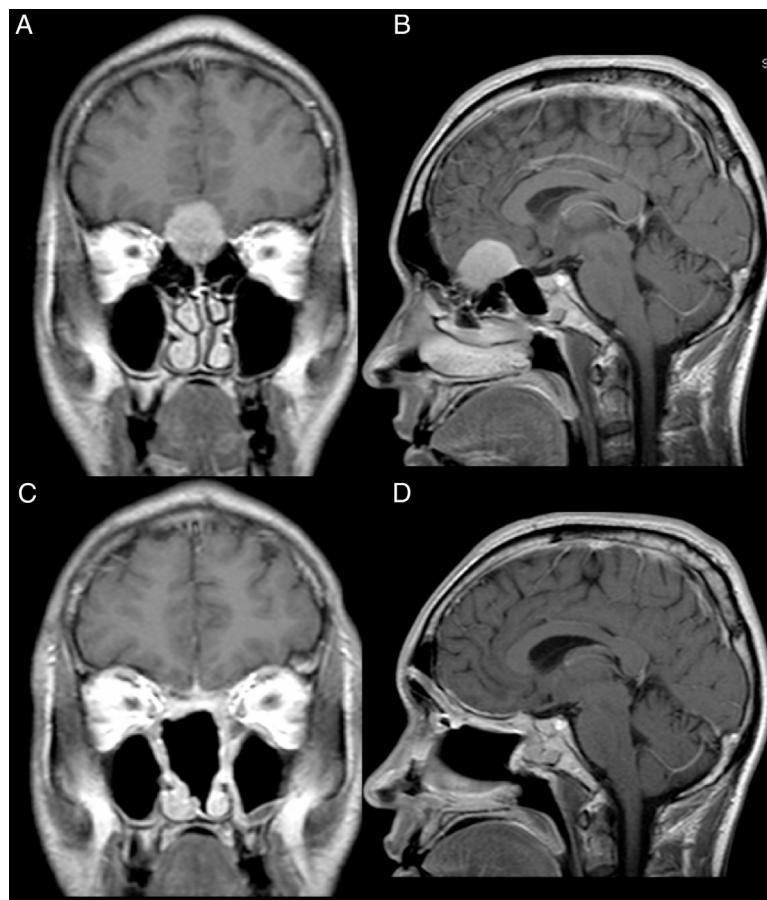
Paciente 2, sexo masculino, 39 anos. (A, B) RM pré-operatória com contraste, mostra lesão intracraniana com fixação dural e invasão do etmoide anterior e posterior. (C, D) RM pós-operatória de um ano, com contraste, mostra ressecção total e sem sinais de recidiva tumoral ou herniação cerebral. Ambos os retalhos podem ser vistos com realce do gadolíno e preservação dos pedículos e viabilidade do duplo retalho endoscópico.
